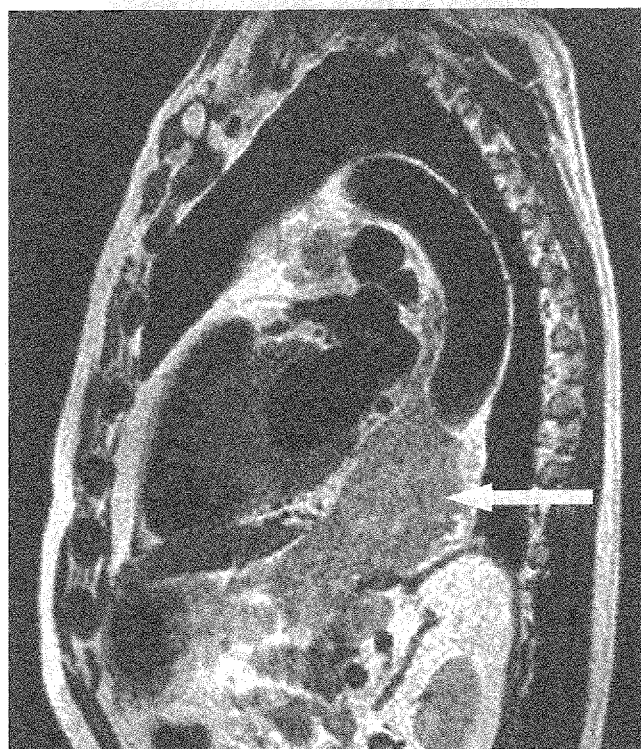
Examen sagital RMN. Importantă tumoră cu localizare pe esofagul distal.
